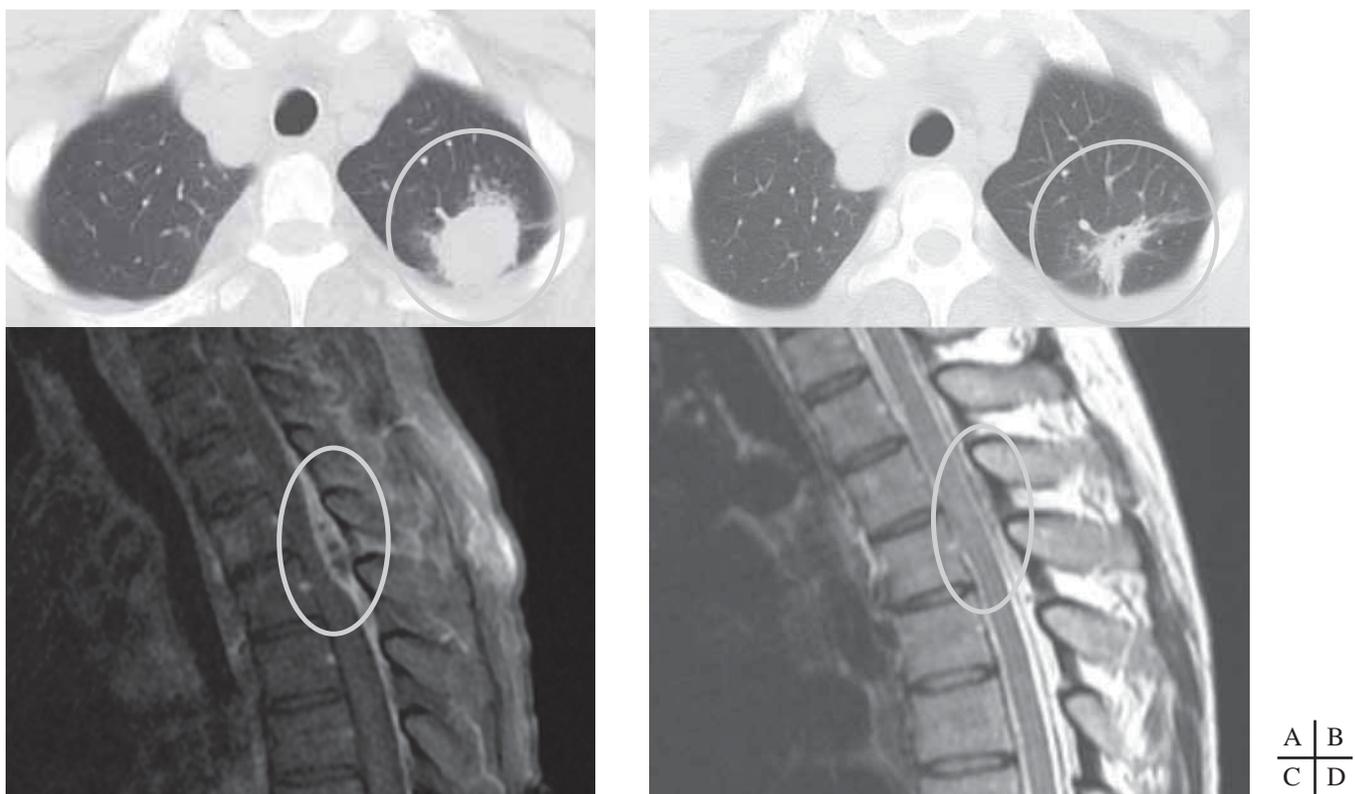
入院時の胸部 CT (A) と第 24 病日の胸部 CT (B), 第 2 病日の脊髄 MRI (ガドリニウム造影) (C) と第 32 病日の脊髄 MRI (ガドリニウム造影) (D)
